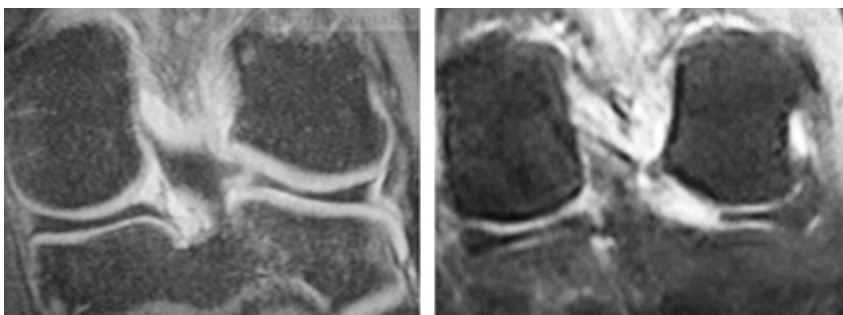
Visión ántero-posterior de Resonancia Nuclear Magnética (RNM)
